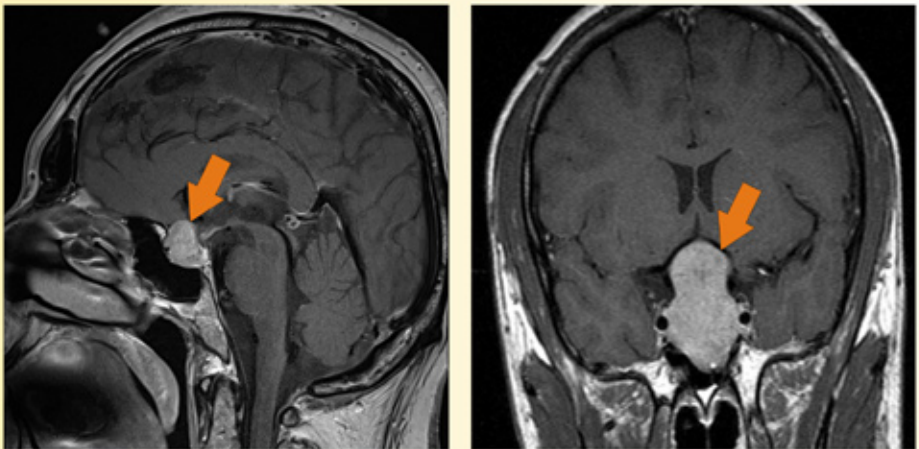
MRT eines Makroadenoms (Sagittalschnitt/Koronarschnitt)
